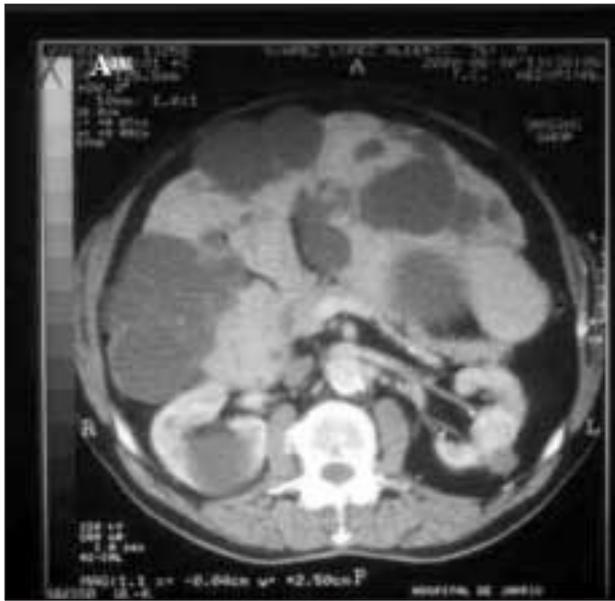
A) TAC mostrando una poliquistosis hepática masiva. B) Los riñones tenían el aspecto de nefroangioesclerosis con varios quistes simples en ambos. Nótese el aneurisma aórtico trombosado.
